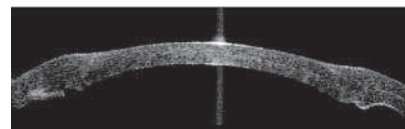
Оптическая когерентная томография роговицы через 1 сутки после ПГПК: зона интерфейса «донор-реципиент» не визуализируется, отмечаются единичные складки ДМ и отечность в зоне кольцевидного рубца (интерфейс «донор-реципиент»)
